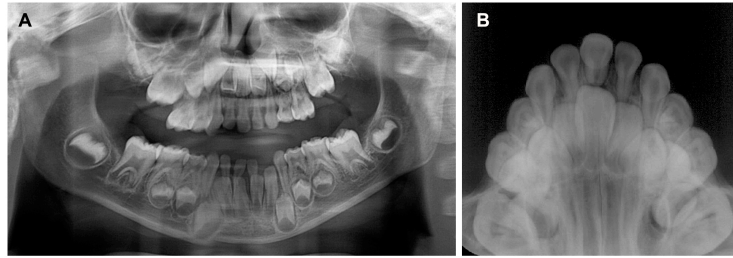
Imagem da radiografia panorâmica (A), associada à oclusal convencional (B), para auxiliar o diagnóstico de Síndrome do Incisivo Maxilar Mediano Único, afetando a dentição decídua e permanente.
